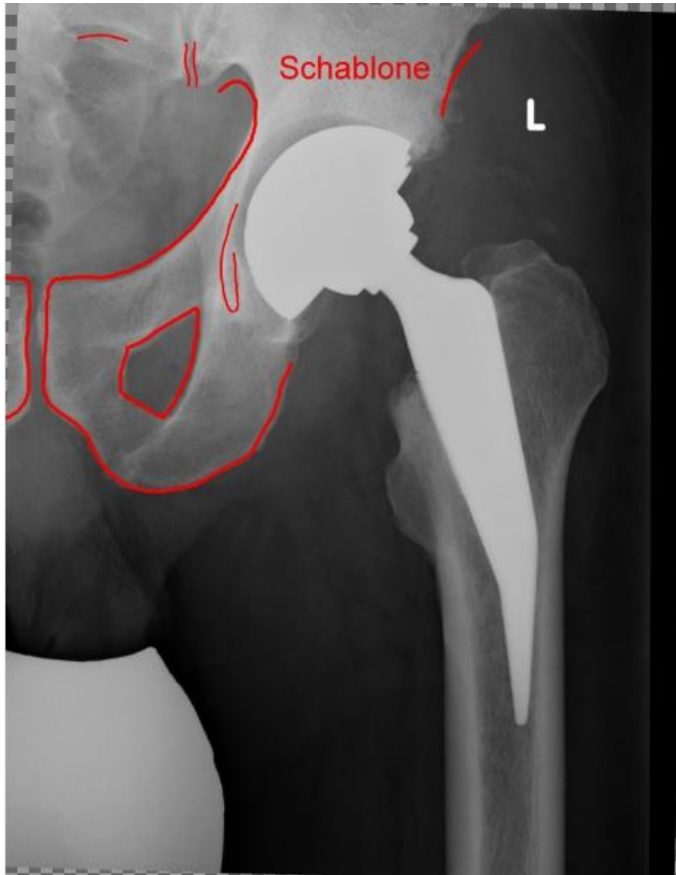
Postoperatives Röntgenbild
